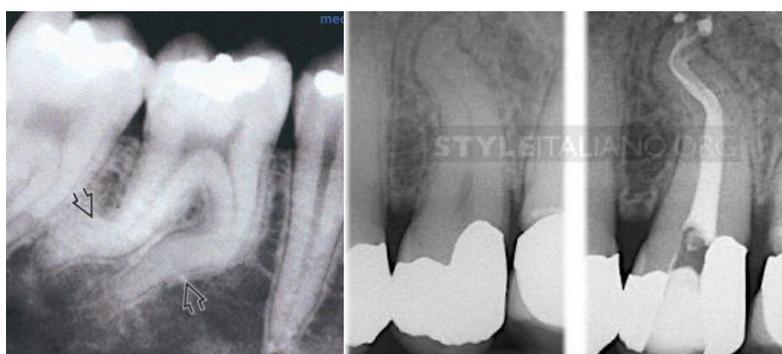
Дилацерация на рентгенограммах
